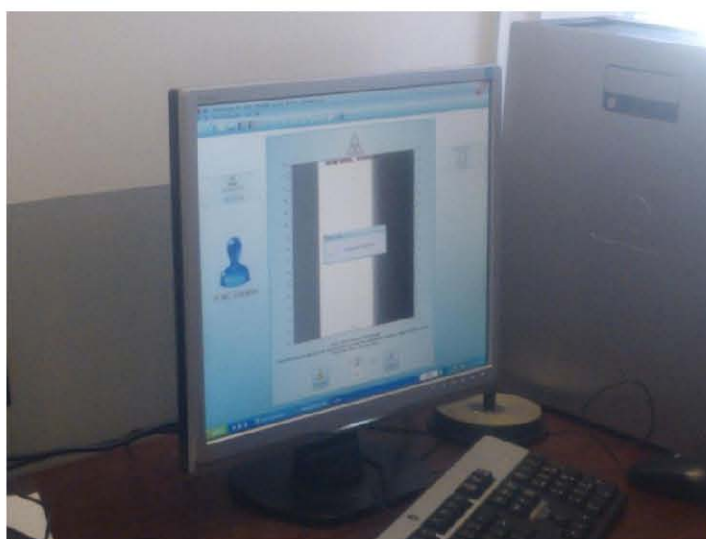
Realización de toma de la tomografía
